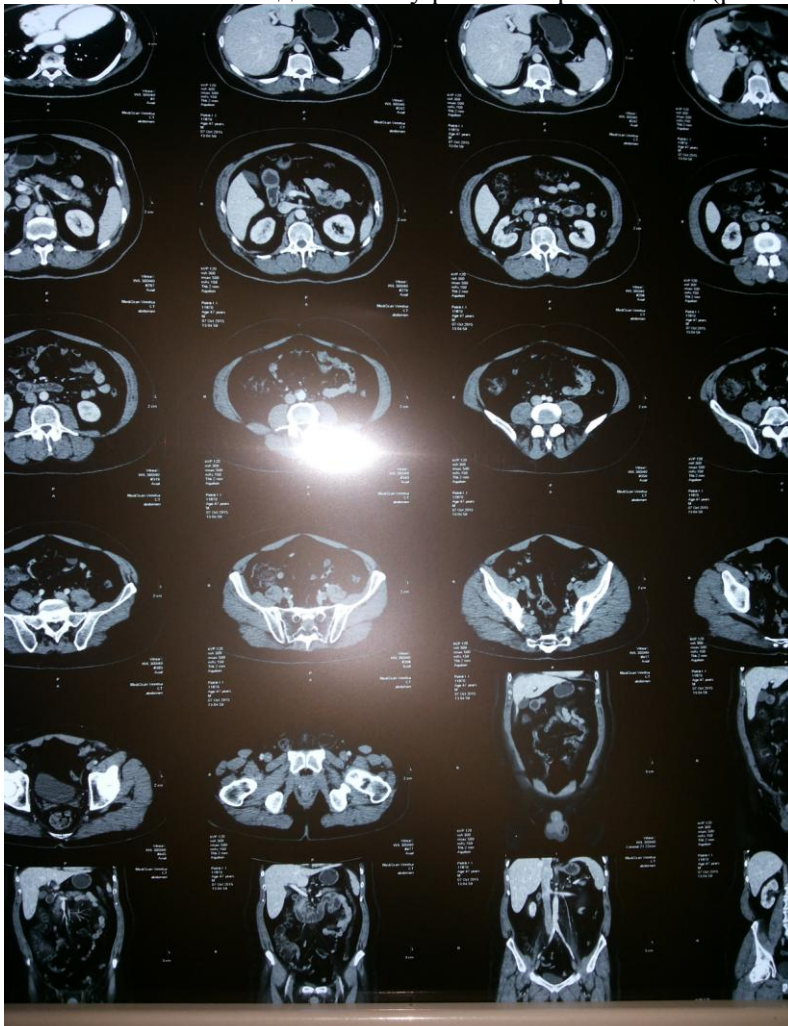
МСКТ пацієнта П. (07.10.2015)
